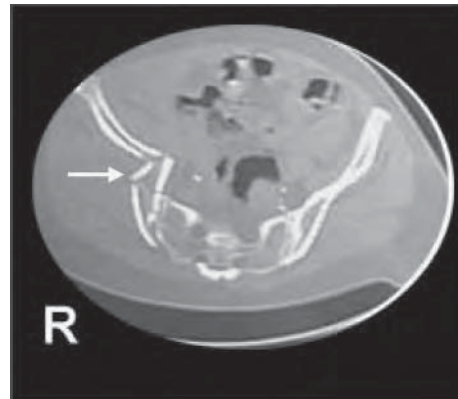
/16.- TAC de pelvis. Fractura del alerón iliaco.
